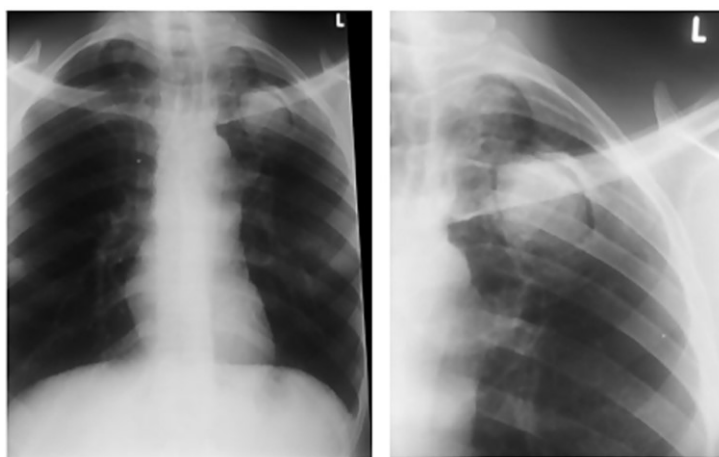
Radiografia ao tórax mostrando a presença de um Aspergiloma na zona apical do pulmão esquerdo. Retirado e adaptado de (Ofori et al, 2016).
